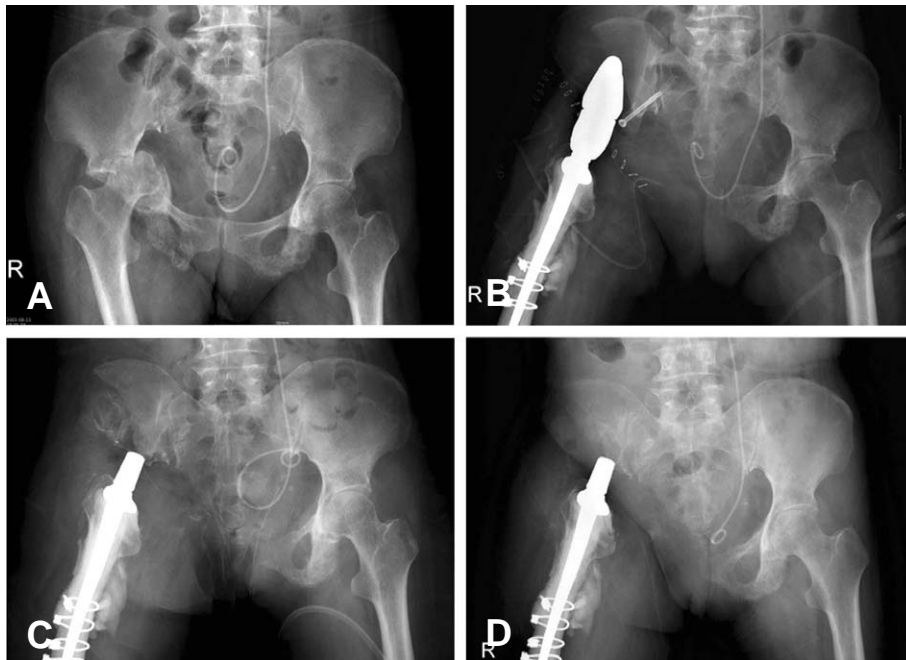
(A) pelvis AP radiograph of a 41 year old woman with uterine cervical cancer(case No 1) showed destructive bony lesions with acetabular fracture and protruded femoral head into pelvis. (B) wide resection and reconstruction with saddle prosthesis was performed. (C) The part of saddle prosthesis was removed due to recurrent dislocations and infection. No other reconstructive procedure was performed. (D) Twelve months after the 2nd operation, the patient showed poor functional score(37% of normal limb) even without complaint of pain.
